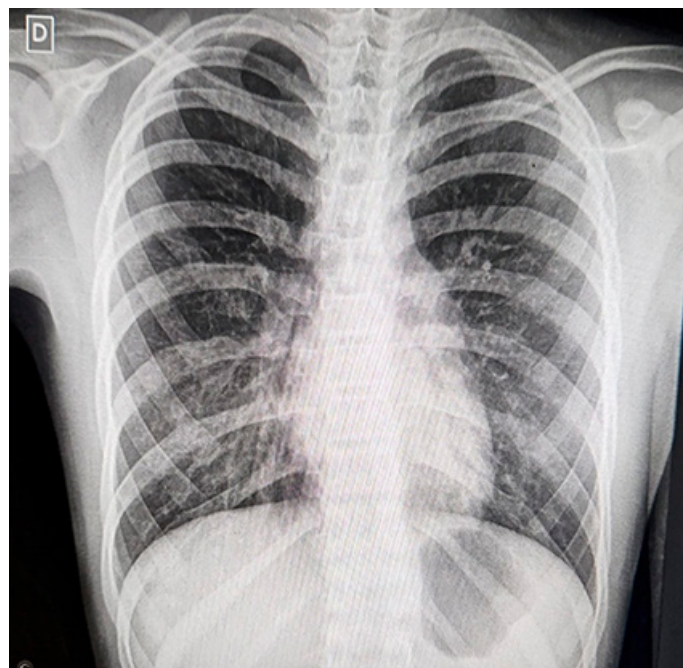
Radiografía de tórax de frente donde se visualiza la restitución del hemidiafragma izquierdo
